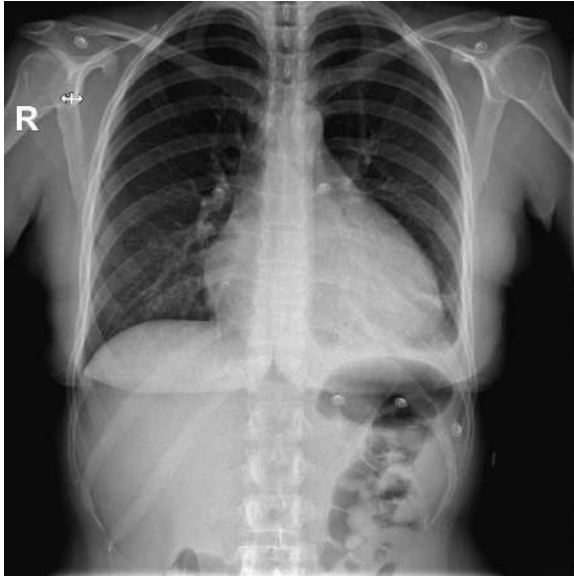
Radiografía tórax AP.
